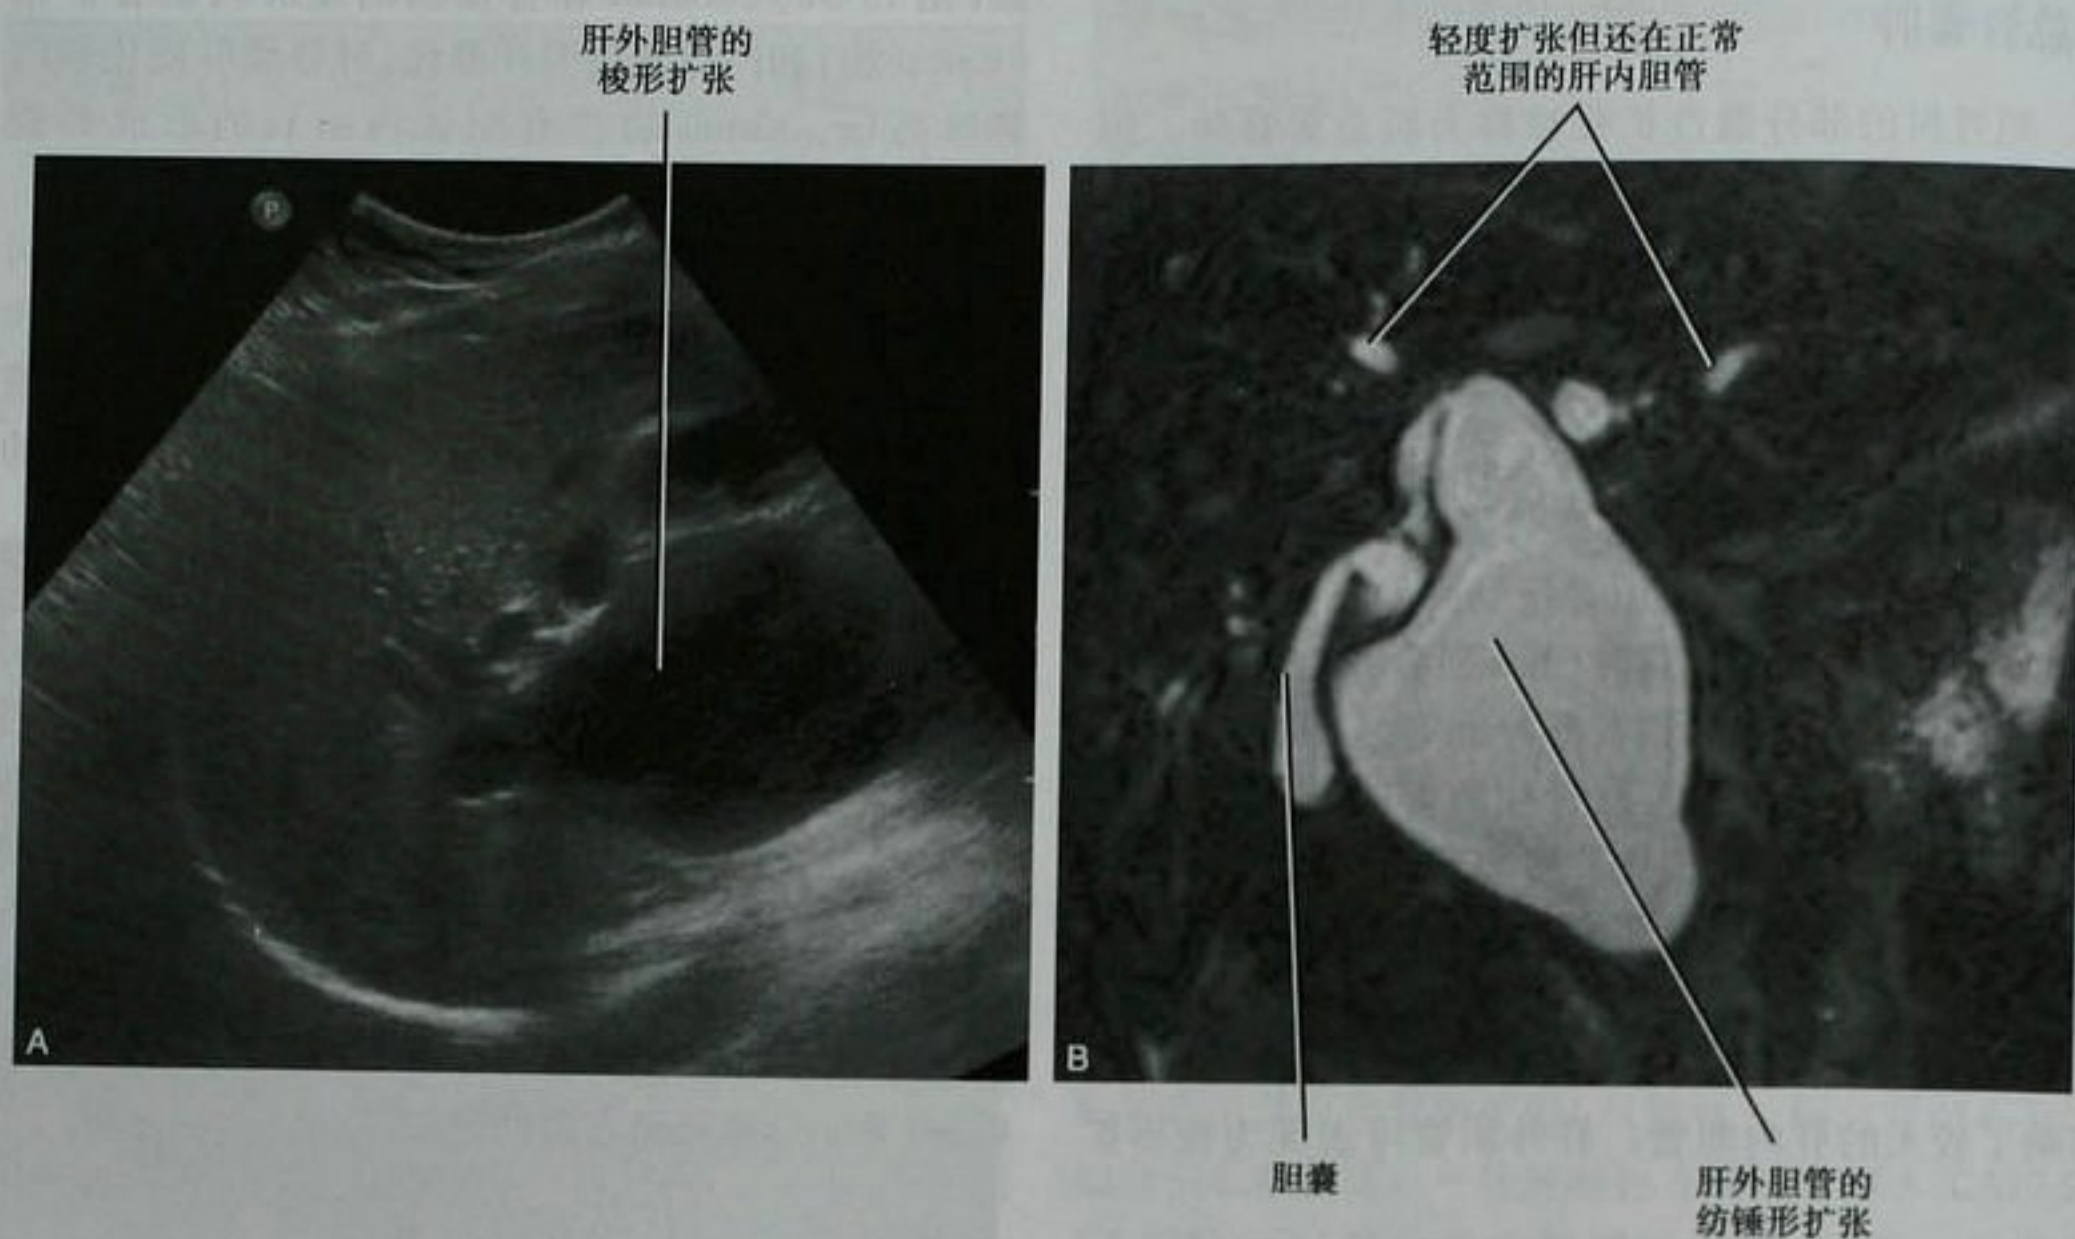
超声图像(A)和冠状面单次激发的 T2WI MR 图像(B)显示 I 型胆总管囊肿
